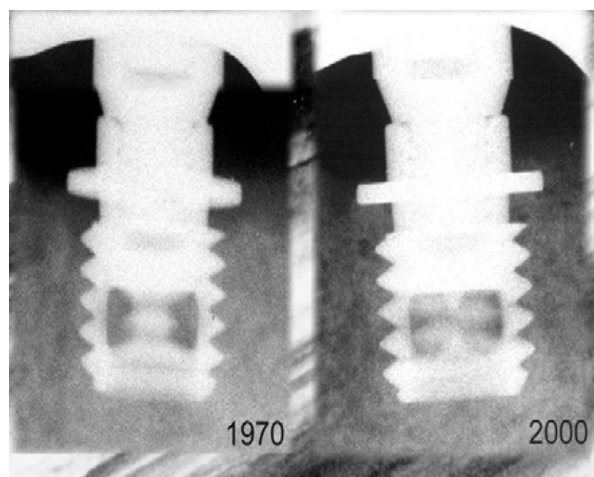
Një dizajn shumë i hershëm i implantit me flanaxha të përdorura nga P-I Branemark dhe ekipi i tij në mes 1965 dhe 1970. Radiografia në të djathtë është e një kontrolli 30-vjeçar.
